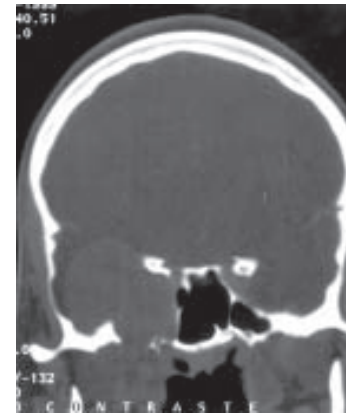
Tomografia computadorizada sem contraste, corte axial, demonstrando área hipotenuante ocupando a fossa temporal direita.*
